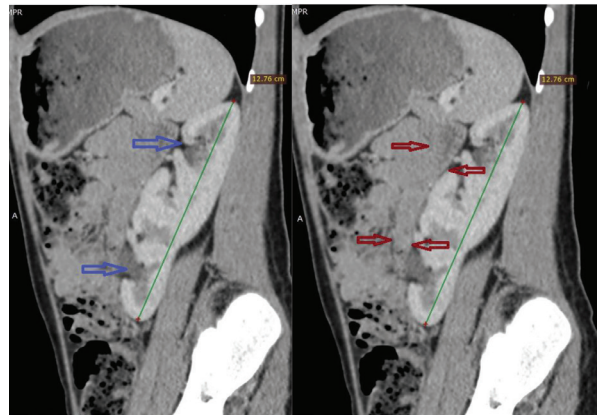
Дівчинка В. 5 років. MPR-реконструкція МС КТ із контрастуванням в артеріальній фазі. Перехресно злита ектопія нирок
